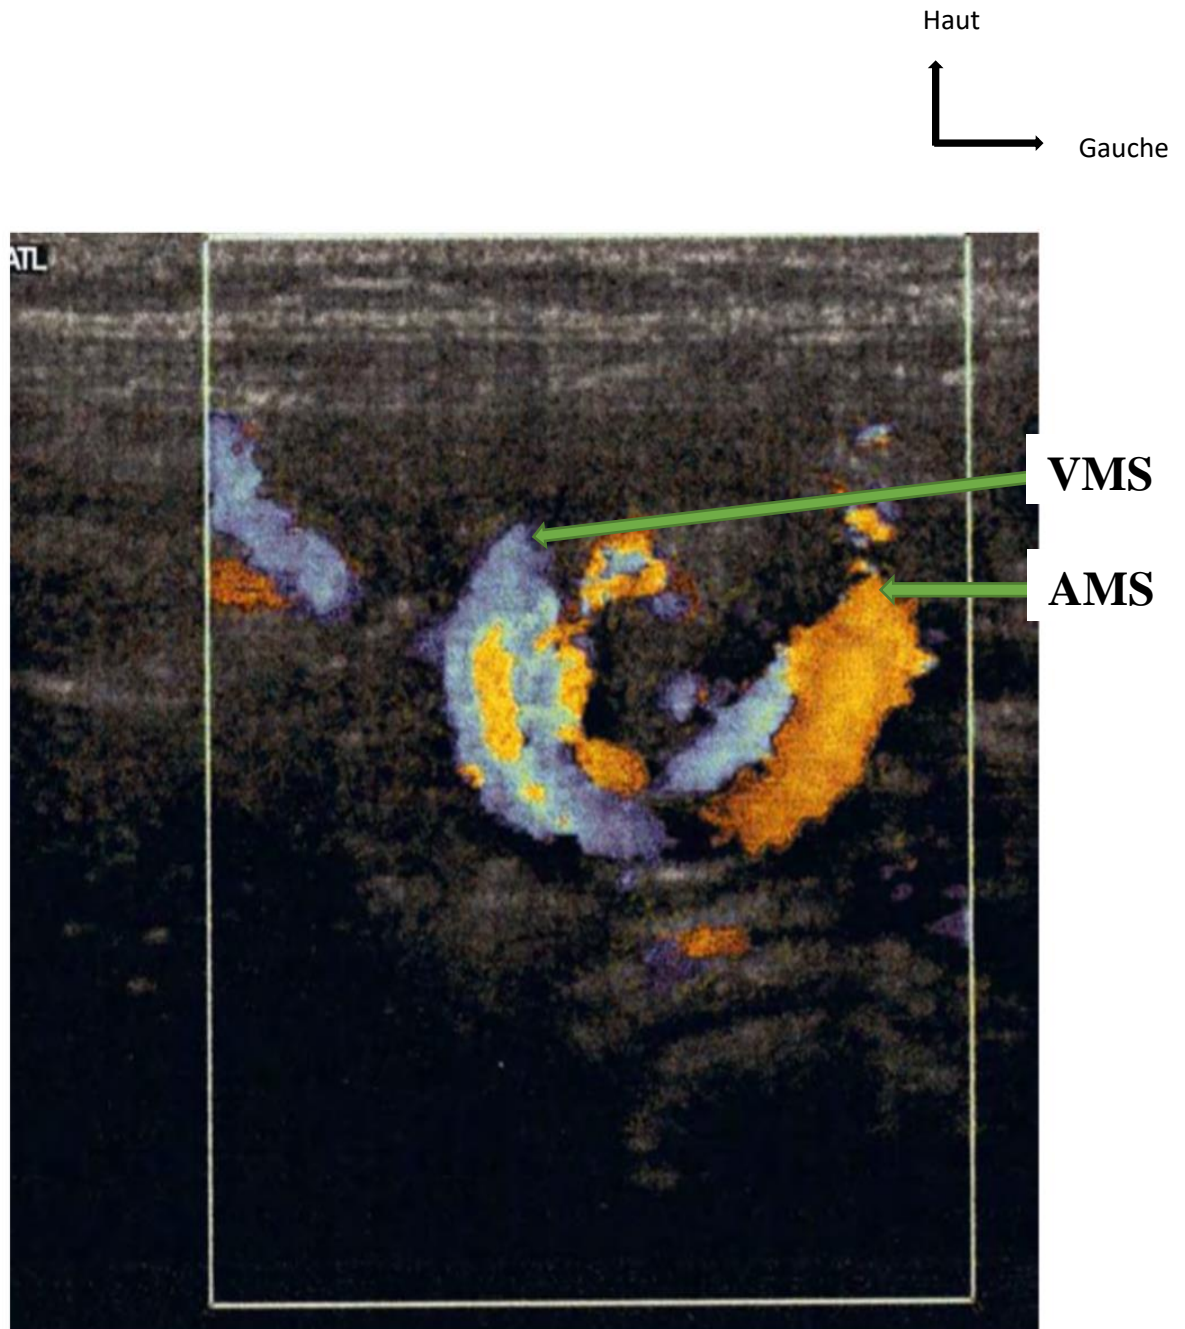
Echo doppler en faveur d'un volvulus sur mésentère commun [19]
